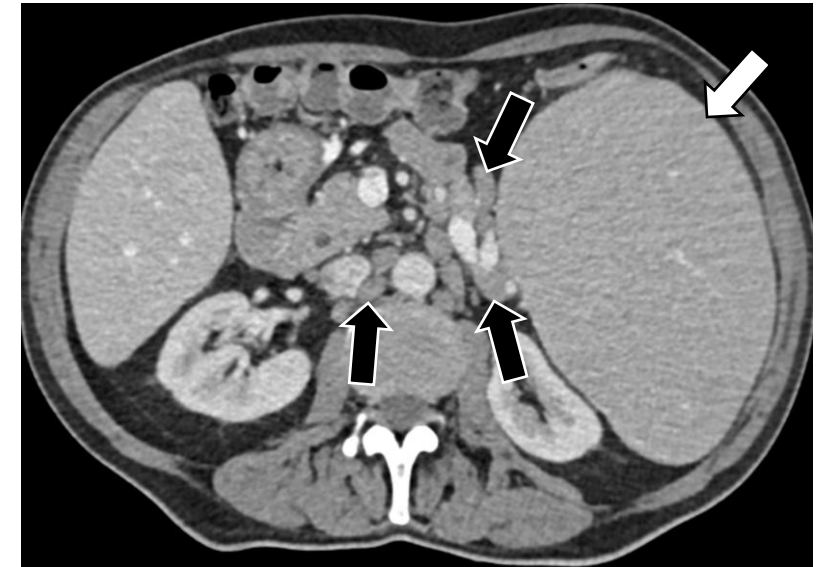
Linfoma de células del manto. TC portal axial con esplenomegalia (*flecha blanca*) y multiples adenopatías abdominales (*flecha negra*).
